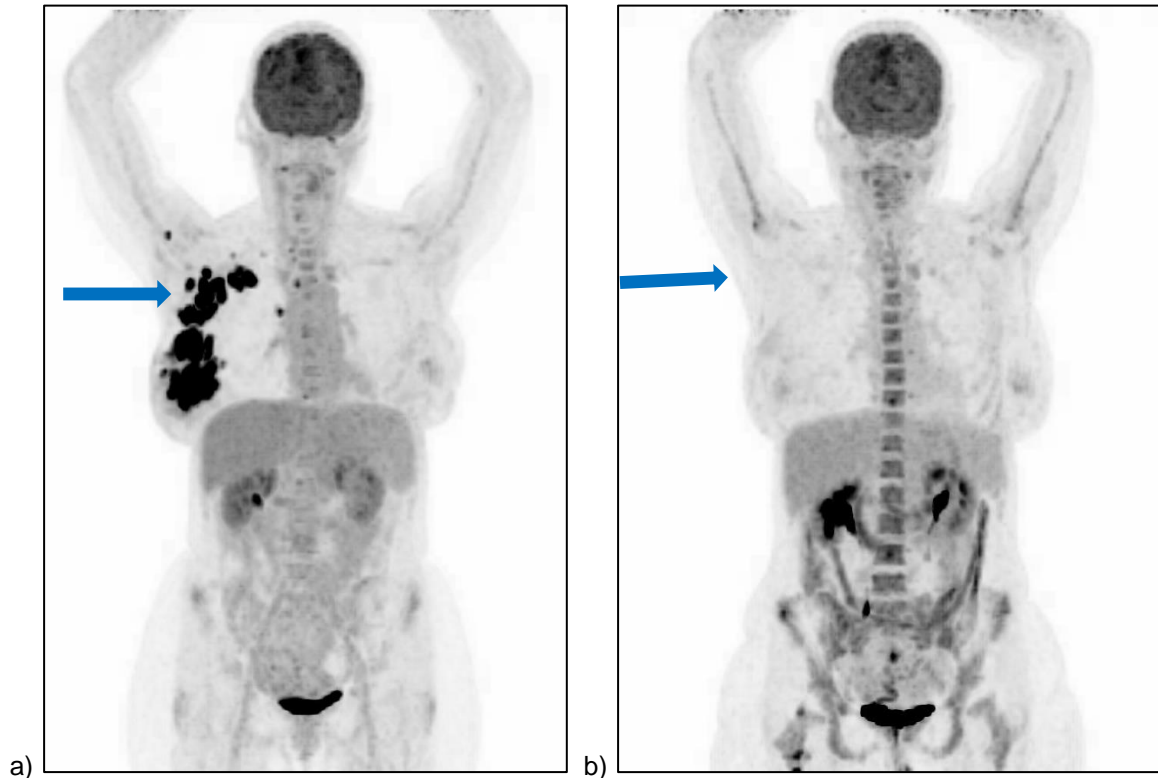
Komplette Remission nach RIT: a) Prätherapeutisches PET-Scan-MIP und b) Posttherapeutisches PET-Scan-MIP (12 Wochen nach RIT).*
